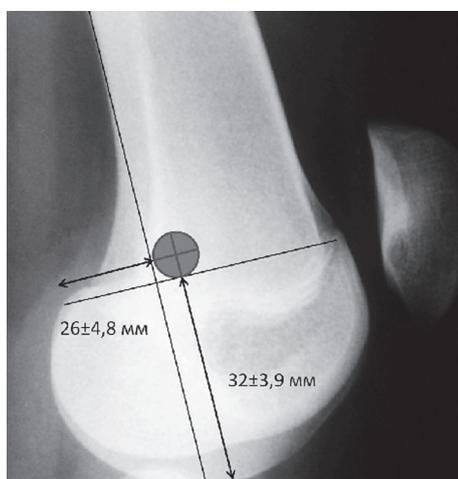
Расположение центра области бедренного прикрепления ВБНС после перенесения данных анатомического исследования на профильные рентгенограммы с учетом масштабирования
